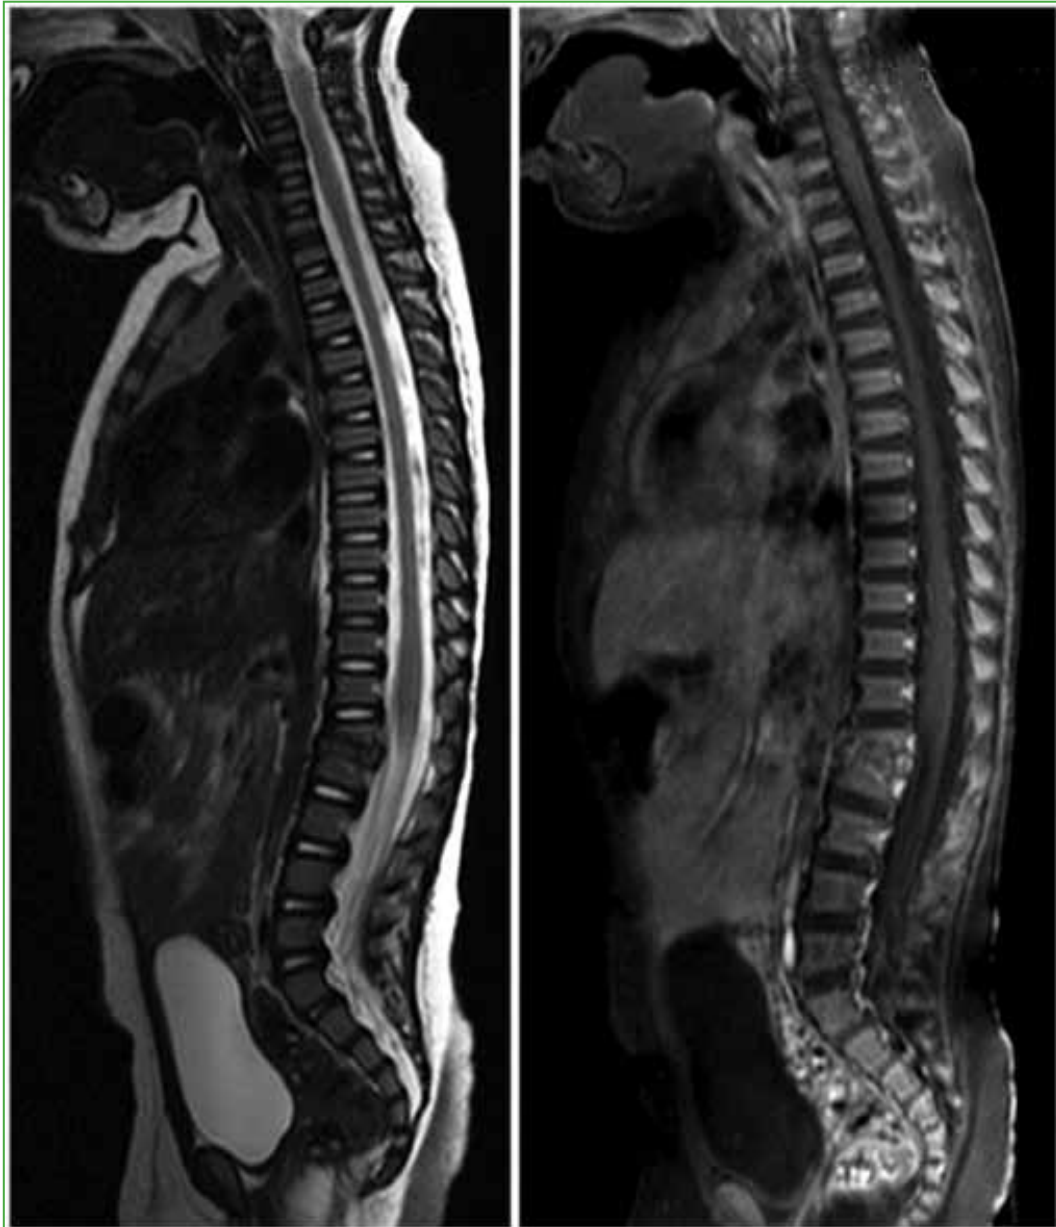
Resonancia magnética de columna vertebral a los 11 días del diagnóstico. Se observa una reducción de los cambios inflamatorios en L1-L2, con una disminución de las colecciones detectadas previamente.
